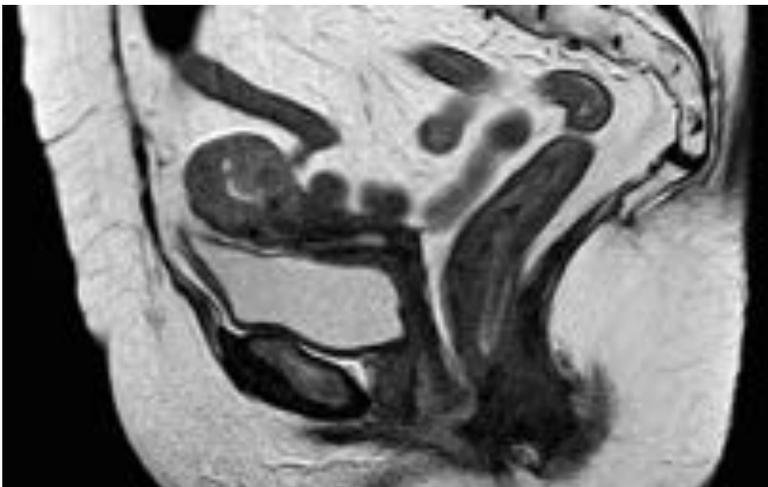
Corte axial de RM con secuencia potenciada en WATTS de la misma paciente que la imagen anterior que corrobora los mismos hallazgos.
